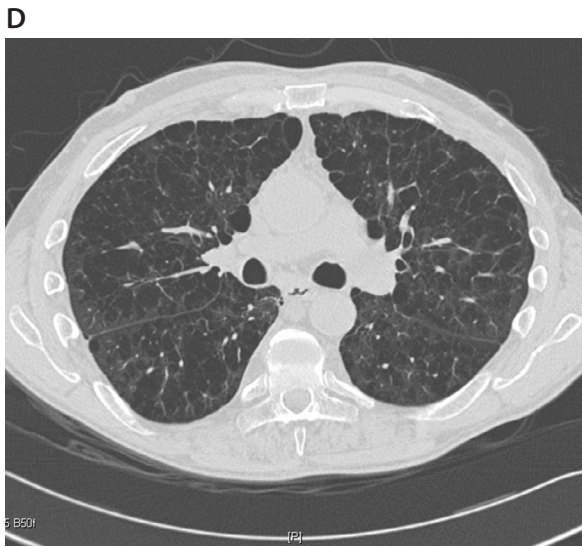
11 Imagine CT de emfizem difuz bilateral.
